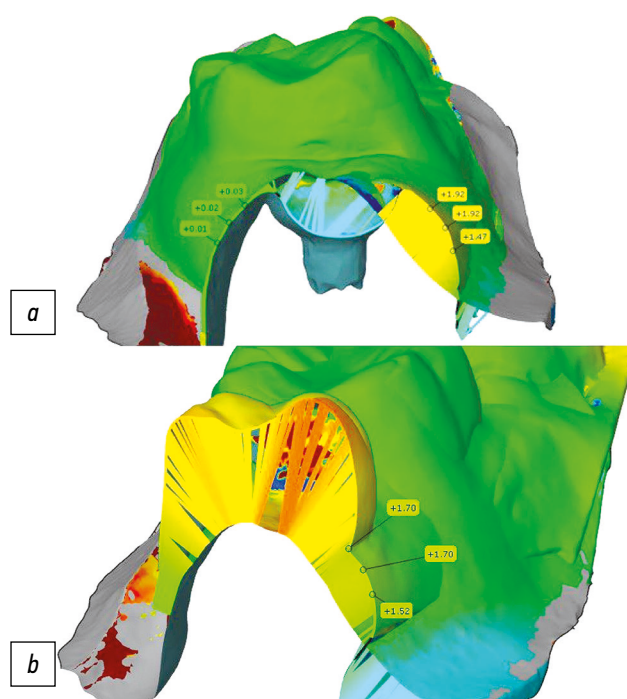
Проекция послеоперационного контура мягких тканей, наложенного на данные конусно-лучевой компьютерной томографии: *a* — через 3 мес; *b* — через 6 мес.
